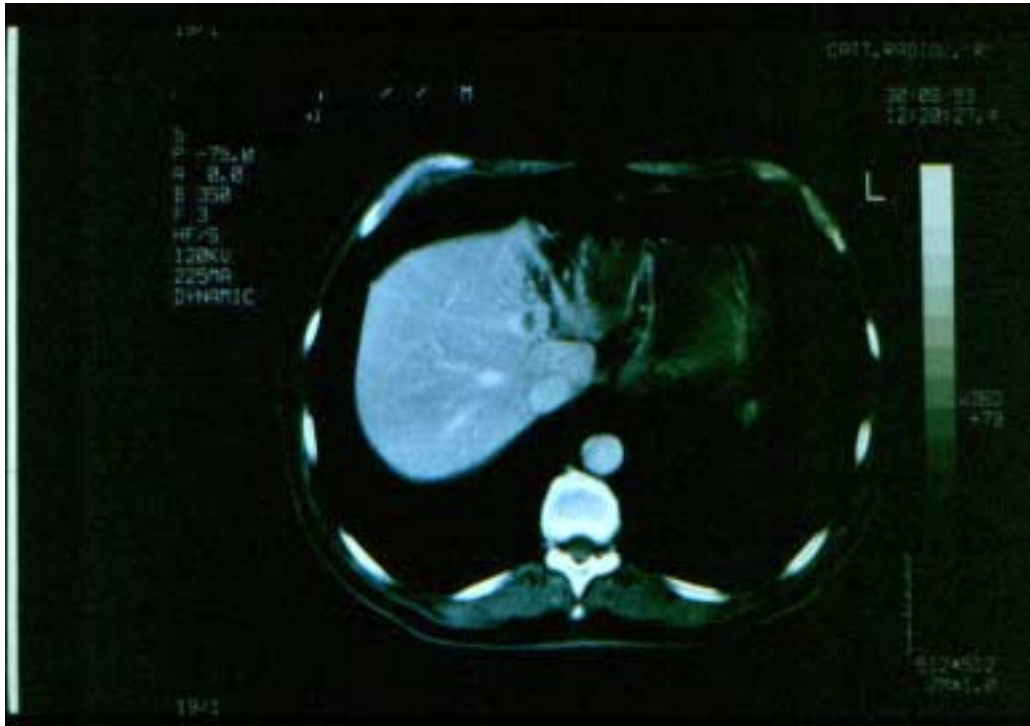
TAC - Atrofia del fegato Sn.(S2,S3,S4)
